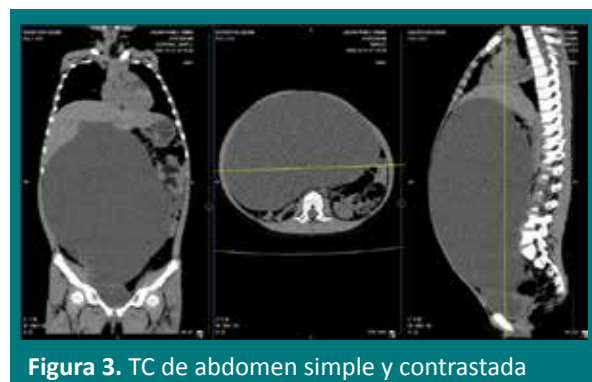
TC de abdomen simple y contrastada
